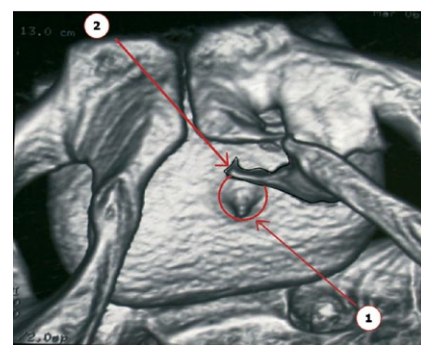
Компьютерная томография костей таза с уретроцистограммой задняя проекция
